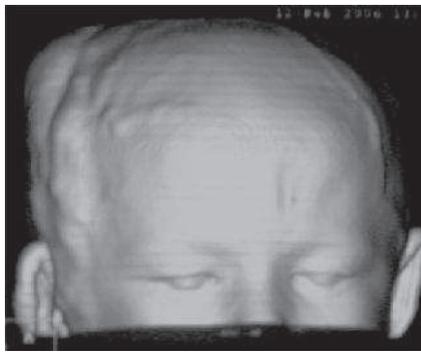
TDM en 3D (a) et en coupe axiale (b) : Tuméfaction des parties molles temporo-pariéto-occipitale droite.
